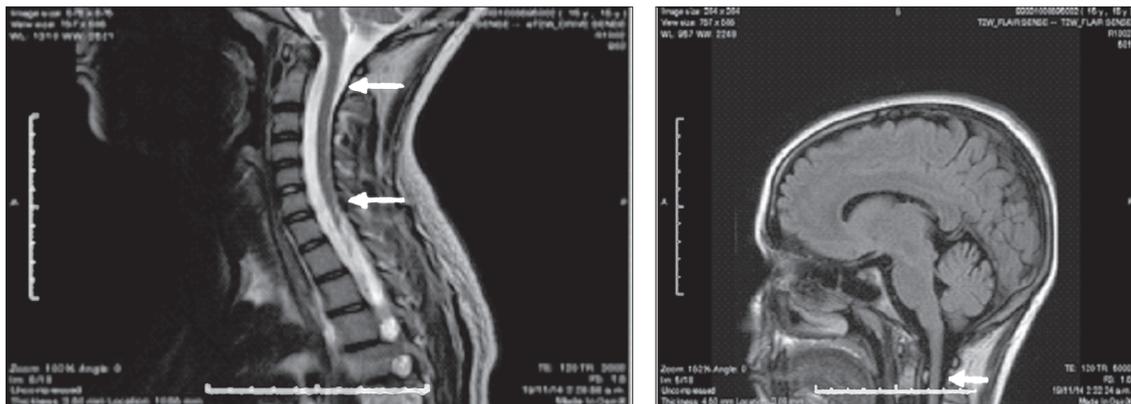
Resonancia magnética de paciente, donde se evidencian lesiones focales hiperintensas en la parte posterior del cordón medular. (a) Zona cervico-dorsal. (b) Encéfalo y base del cordón medular.
